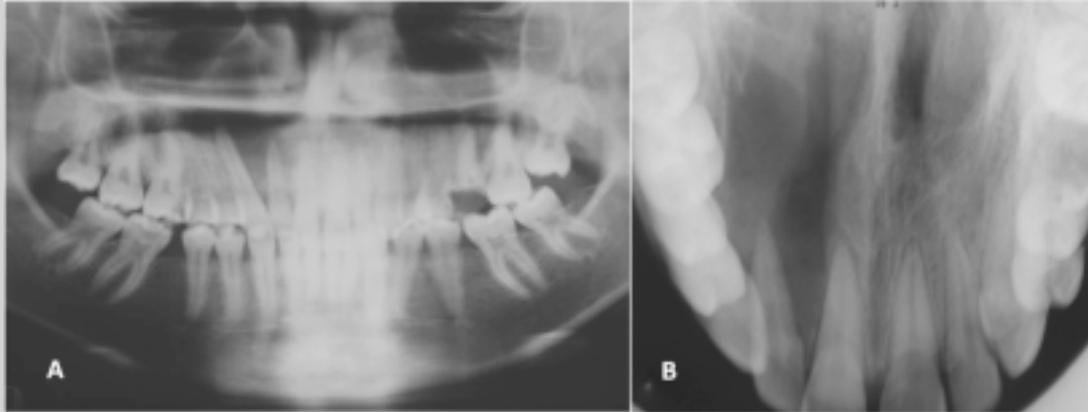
Radiografias panorâmica(A) e oclusal (B): Após quatro meses da descompressão cística observou-se a diminuição da lesão com conseqüente neoformação óssea.
